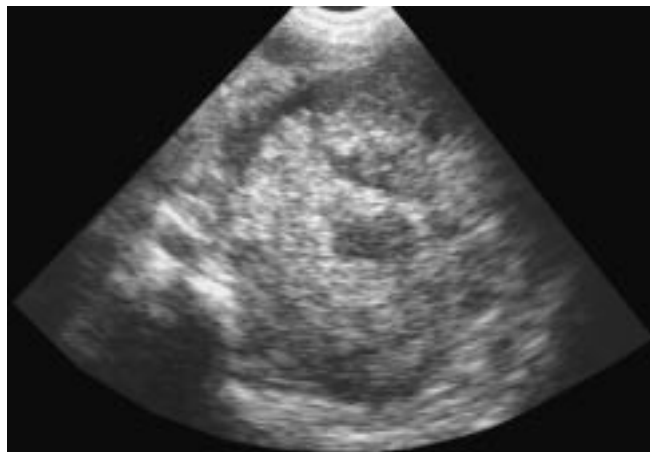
Échographie en coupe transversale sur la fosse lombaire gauche.
